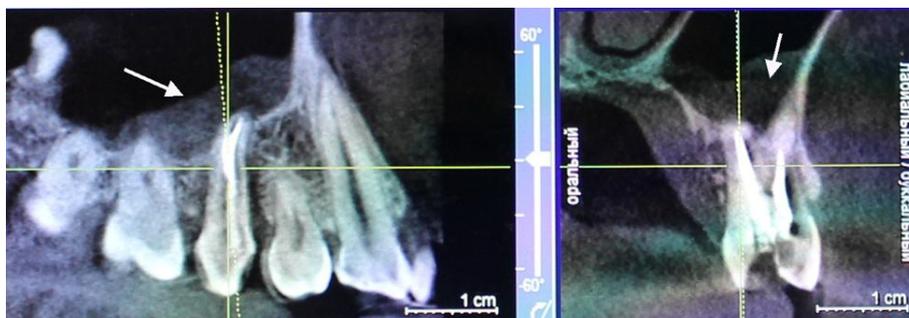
Конусно-лучевая компьютерная томография пациентки 24 лет. После пломбирования корневых каналов появилось суковичное отделяемое из носа, лечилась у ЛОР врача, направлена в стоматологический стационар на консультацию для подтверждения одонтогенной природы верхнечелюстного синусита. Определяется локальный отек участка слизистой оболочки пазухи, находящая деструкции костной ткани вокруг корней нет, а obturация корневых каналов удовлетворительное.
